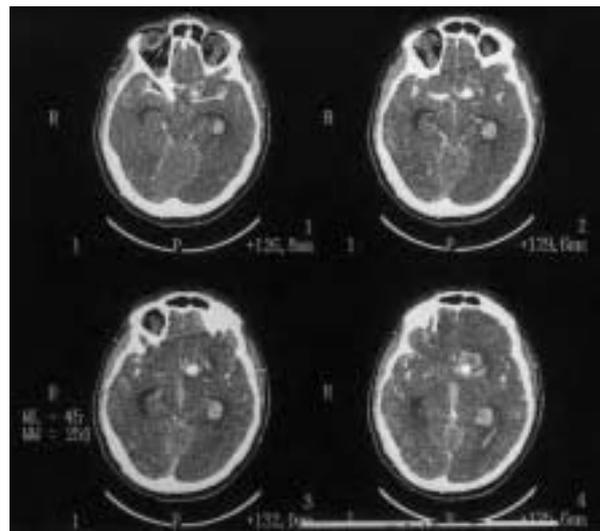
Tomografía computarizada con contraste: situación del aneurisma entre el segmento horizontal de la arteria cerebral anterior izquierda y la salida de la arteria cerebral media izquierda. El realce delimita la luz permeable del aneurisma, diferenciándole de la porción trombosada.
